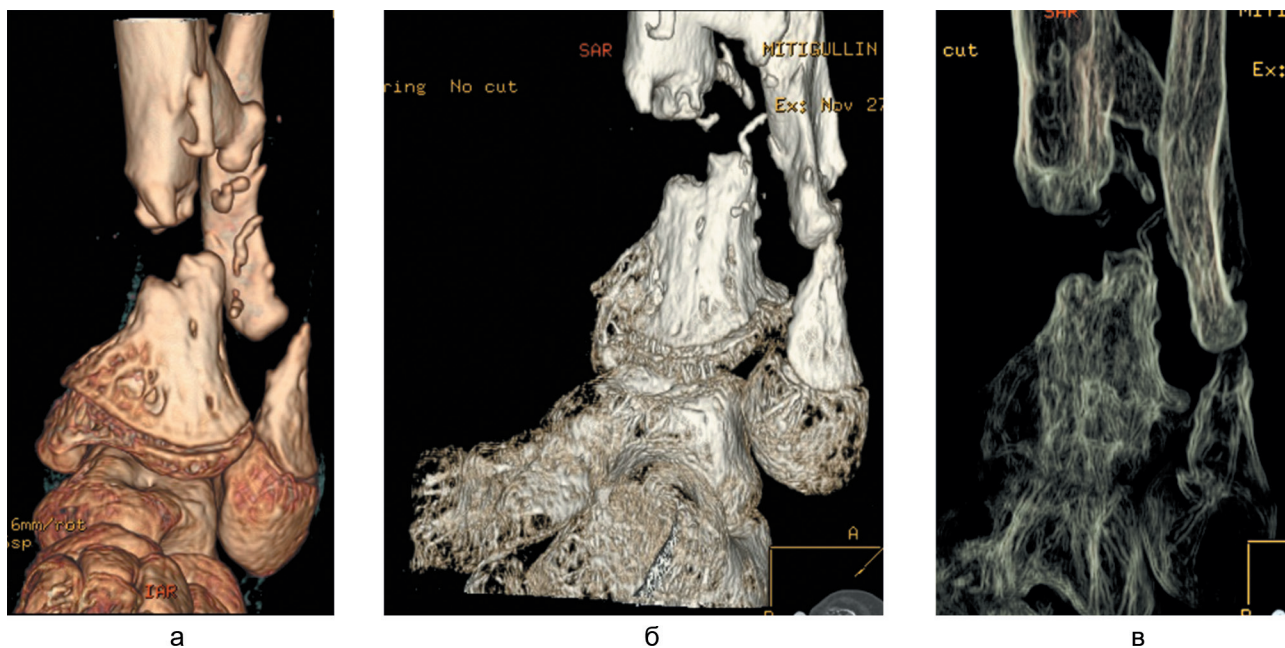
КТ голени больного М., 13 лет. Врожденный ложный сустав голени. VRT (а), 3D (б), VRT с обработкой на фильтре (в)
